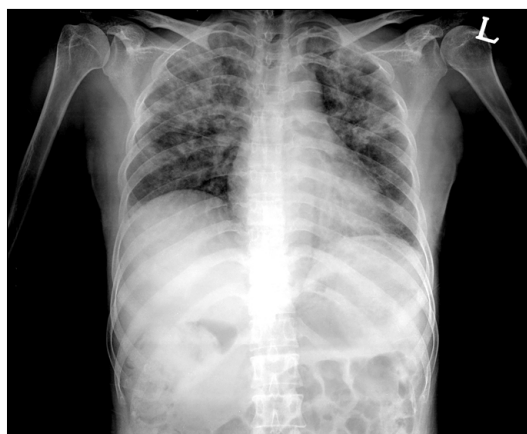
Overall, this X-ray shows an irregular ground glass appearance in both lung fields, and this aspect is prominent on the upper lung fields.
